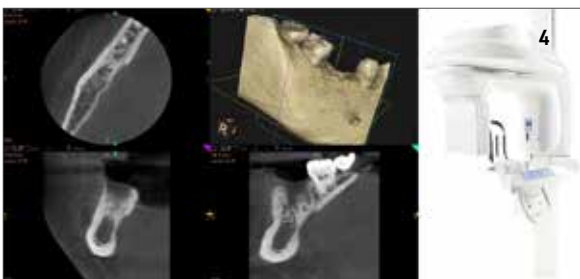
Cone beam computed tomography (CBCT) con CS 9300® (Carestream). Il field-of-view prescelto è in questo caso un 5x5 cm con una risoluzione di acquisizione elevata (voxel size: 90 micrometri).
